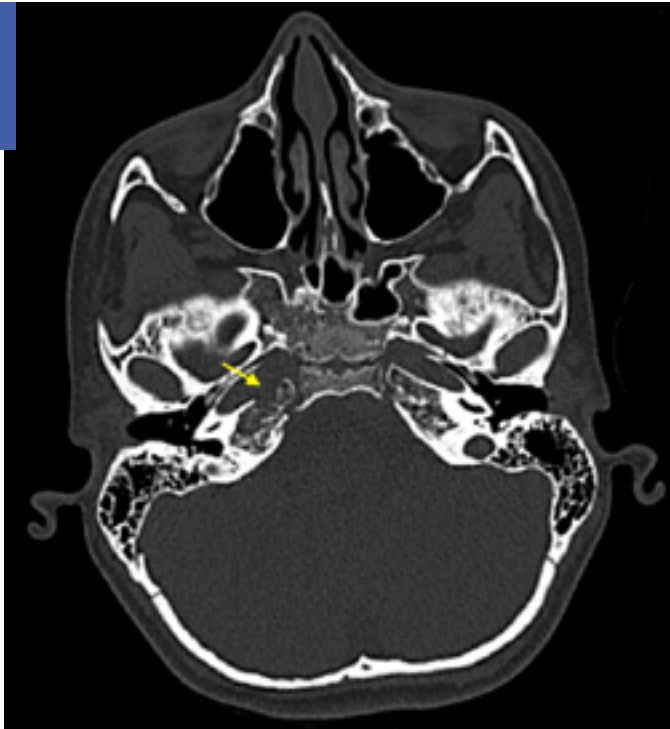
Tomografía computarizada, ventana de hueso que muestra alteración de la densidad ósea en la porción petrosa del temporal
